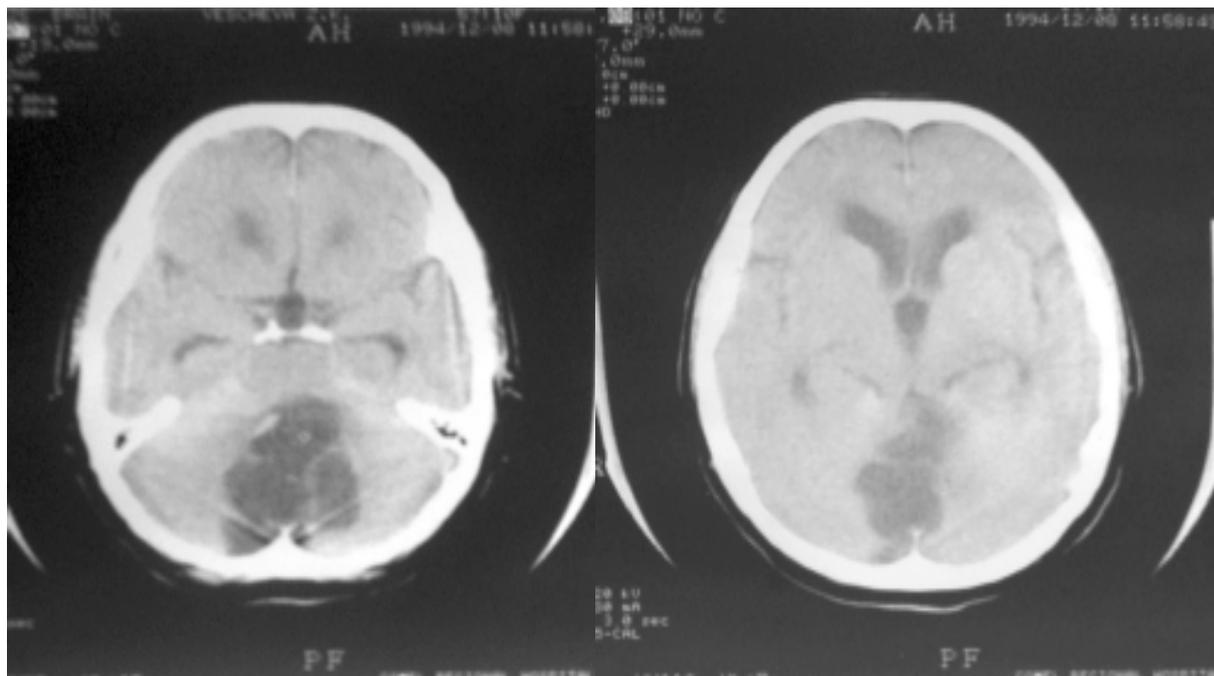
КТ эпидермоидной кисты околостволовой локализации (в большой затылочной цистерне, черве мозжечка, IV желудочке). При внутривенном контрастировании выявлена кистозная стенка и внутрикистозные перегородки.
